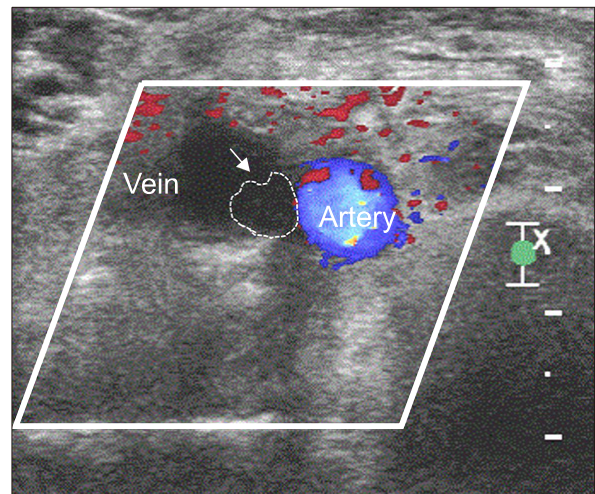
Acute popliteal DVT on venous ultrasound. The popliteal vein is not compressed by the ultrasound transducer because of passive distention by acute thrombus (white arrow) and no venous flow is noted. The thrombus appears homogeneous and has low echogenicity.
